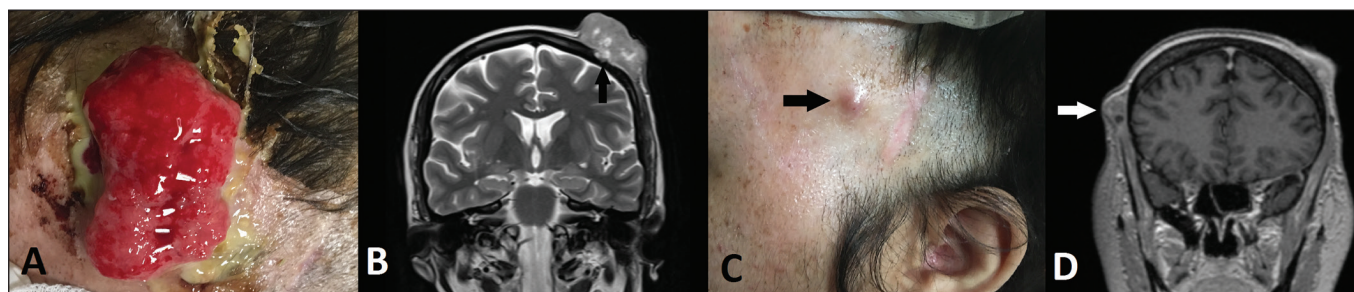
A: Lesão vegetante e ulcerada acometendo o escalpo. B: Ressonância magnética, T2, corte coronal, demonstrando lesão expansiva acometendo a região parietal, predominantemente iso/hipointensa, provocando discreto comprometimento ósseo (seta). C: Lesão vegetante sincrônica acometendo a região temporal (seta). D: Ressonância magnética, T1 com contraste, corte coronal, mostrando lesão sincrônica na região temporal direita (seta), com realce heterogêneo.
